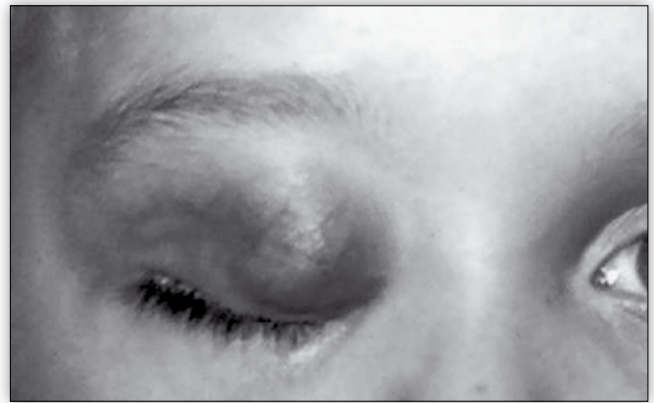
demonstruje obraz kliniczny, natomiast rycina 2. MRI mięsaka mięśni prążkowanego oczodołu.
